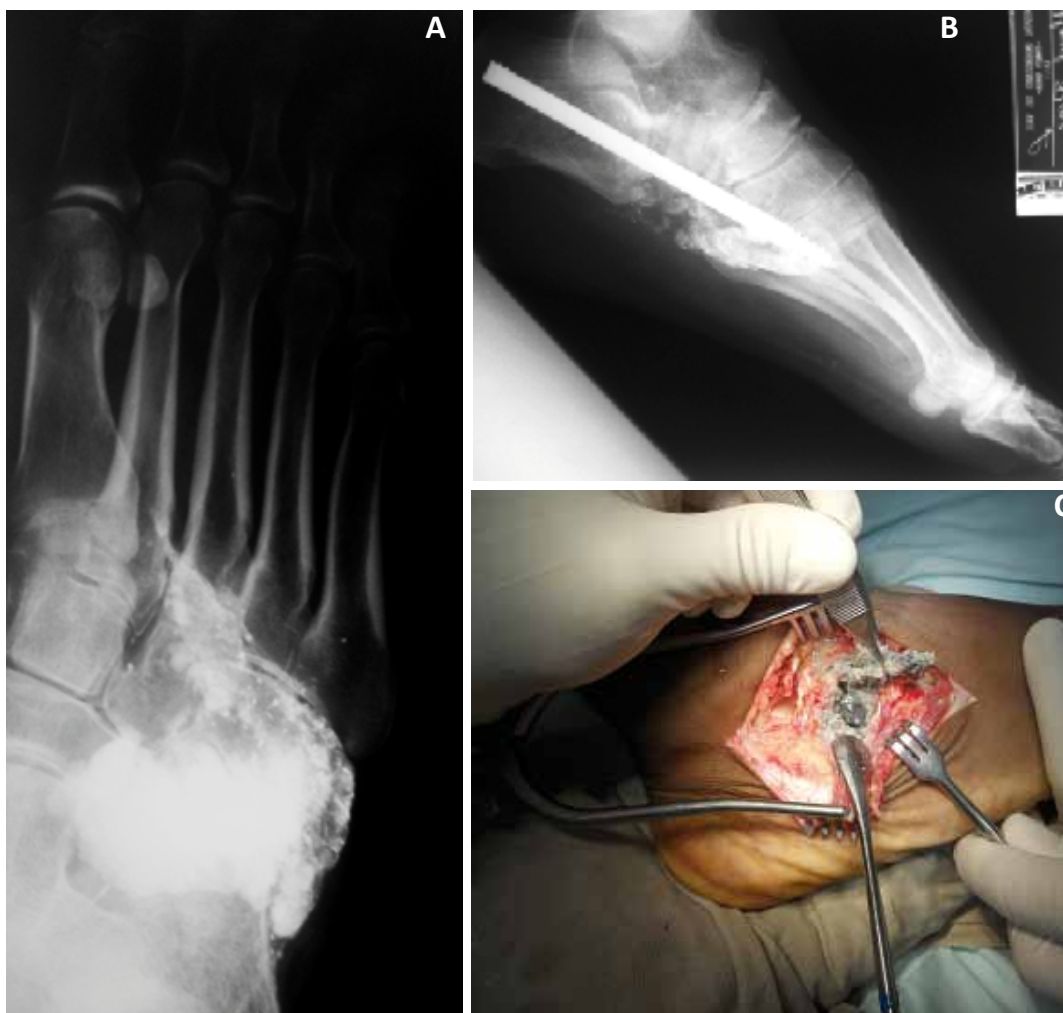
caso 1: A. Radiografía proyección Oblicua : Fragmentos de plomo a nivel de articulaciones de Chopart y Lisfranc. B. Radiografía de pie. Proyección oblicua. Autoinjertos en columna y osteosíntesis fijando la columna lateral. C. Abordaje Lateral al mediopie. Extracción de fragmentos de Plomo.
